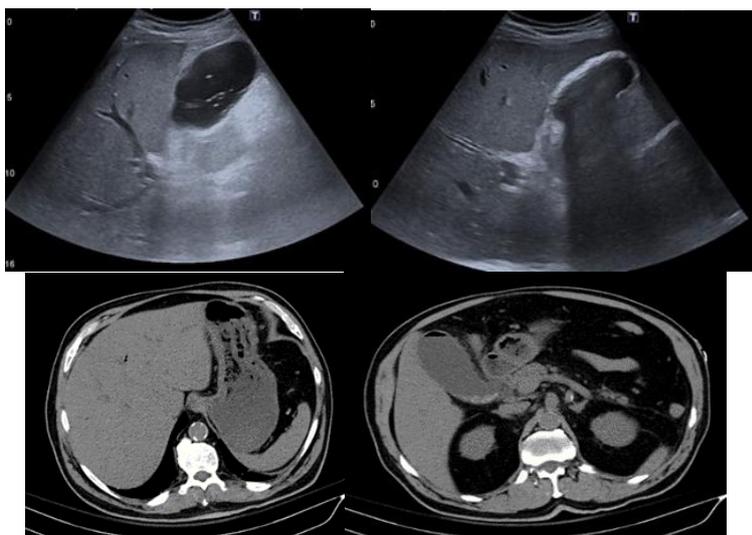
Varón de 72 años con dolor en hipocondrio derecho con Murphy positivo y febrícula. En la ecografía se objetiva vesícula biliar distendida, material ecogénico en su interior compatible con litiasis y barro biliar. Imagen hiperecogénica con "sombra sucia" intraluminal, por lo que se decide completar el estudio con TC abdominopélvico sin civ, donde se pone de manifiesto la presencia de aire intravesicular a nivel del fundus, así como en algún radical intrahepático. Se acompaña de moderado engrosamiento de la pared de la vesícula y reticulación de la grasa perivesicular. Hallazgos radiológicos compatibles con colecistitis enfisematosa.
